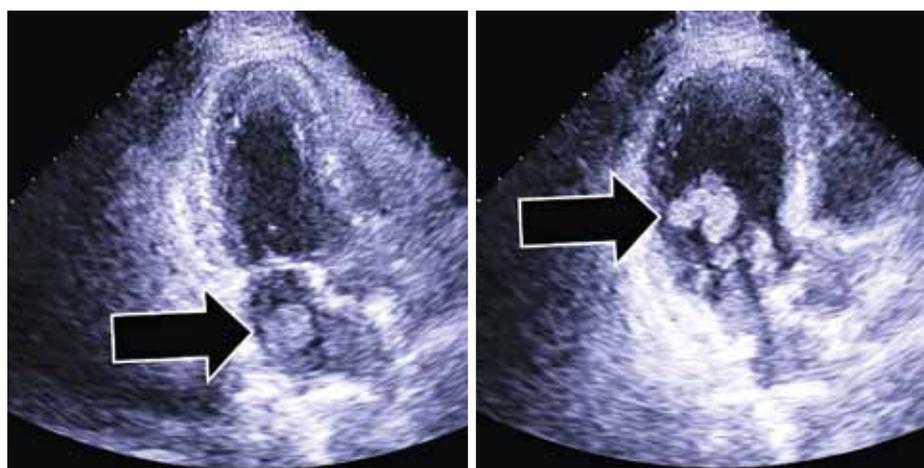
Эхокардиография (образование в полости левого предсердия).
